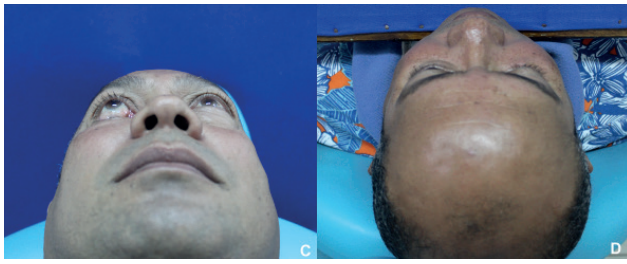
A- Corte axial de tomografia computadorizada evidenciando sinais sugestivos de material opaco em assoalho orbital, fixado com materiais de síntese óssea; B- vista frontal com notável enoftalmia e distopia orbital; C- vista caudo-cranial com aparente exoftalmia, além de reabsorção de pálpebra inferior; D- vista crânio-caudal, demonstrando discreta perda de projeção em globo ocular direito.
